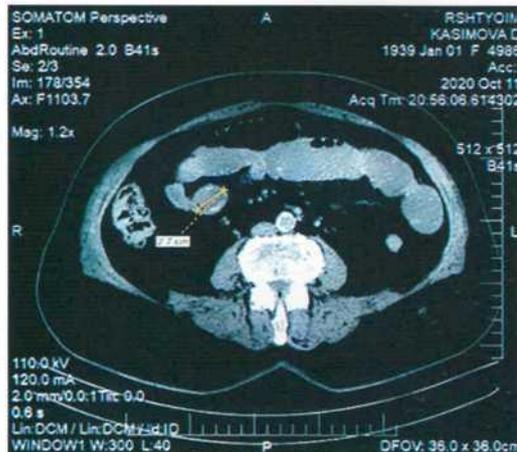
МСКТ брюшной полости. В просвете тонкой кишки определяется конкремент диаметром 2,7 см
